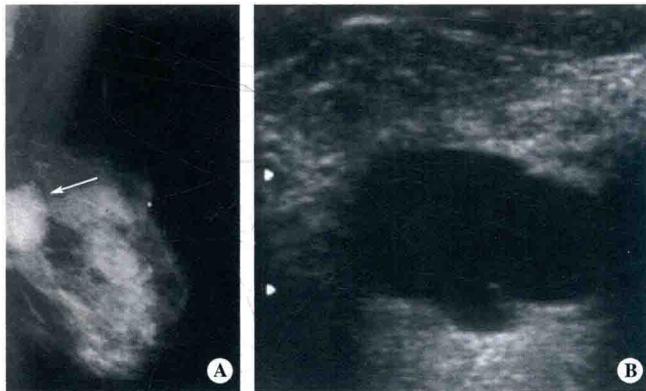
乳腺异常结构的影像实例——X 线与超声的比较
